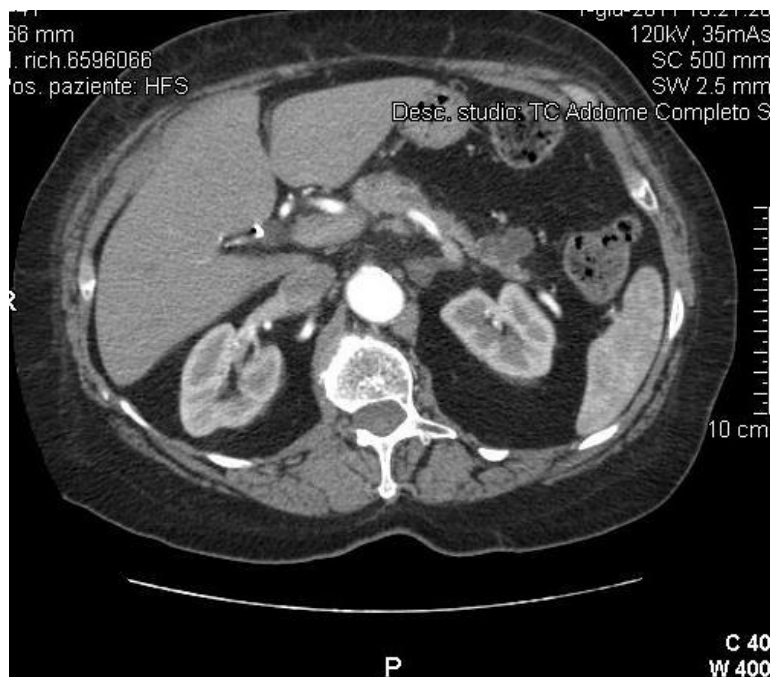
La TC con m.d.c. mostra a livello del terzo distale del corpo pancreatico una lesione ipodensa (20x 30 mm) a prevalente sviluppo esofitico sul profilo antero-superiore della ghiandola. La diagnosi istologica definitiva dopo pancreasectomia subtotale con splenectomia era di IPMN tipo III (carcinoma invasivo).
